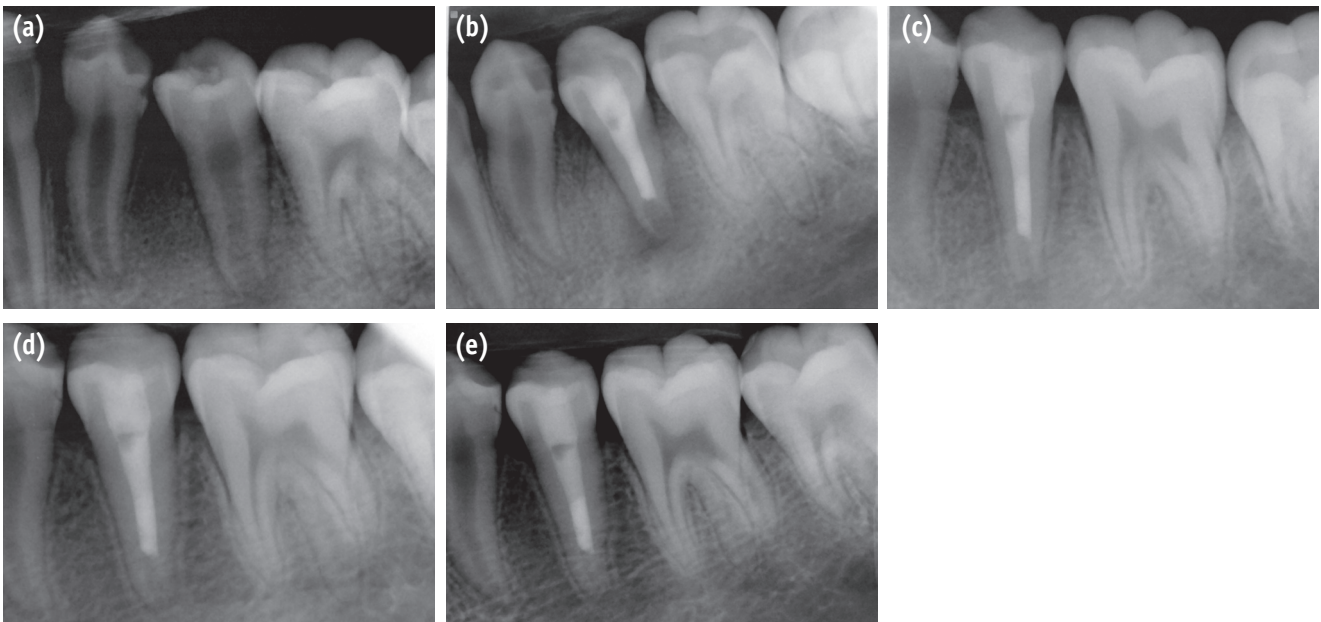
Periapical radiographs. (a) Initial visit. Periapical radiolucency and dens evaginatus was seen on #35; (b) After MTA filling and resin core; (c) 4 month follow-up. Apical radiolucency was decreased and also the apical root growing is observed; (d) 8 month follow-up. Apical dentin was thickened and continuous lamina dura is observed; (e) 1 year follow-up. Apical bone regeneration was completed and apical closure is observed. MTA, mineral trioxide aggregate.
